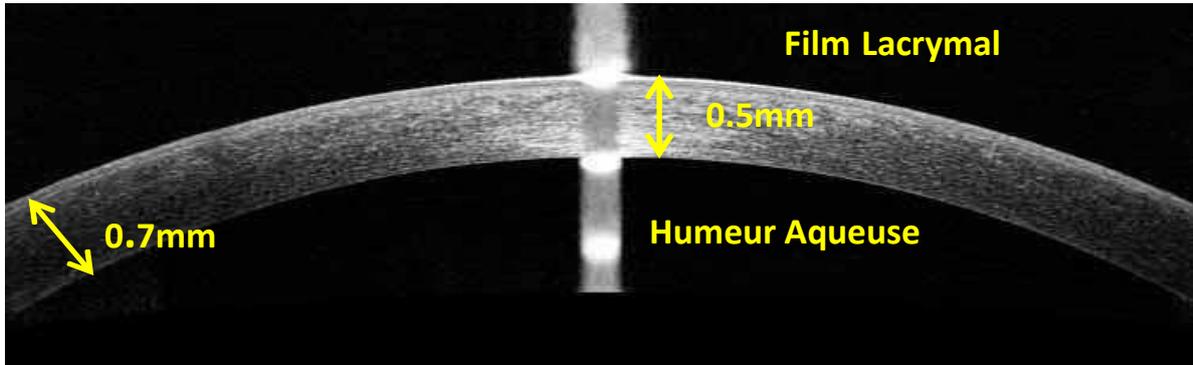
image en tomographie à cohérence optique d'une cornée humaine normale [21].
